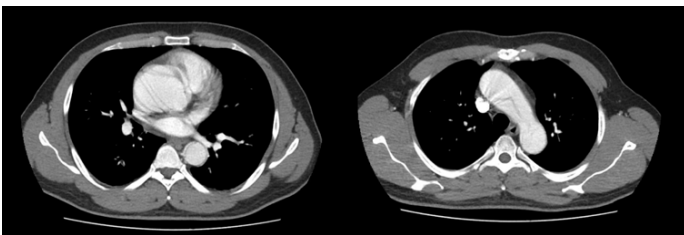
Computed Tomography Images. Intimal flap on ascending aorta was seen.
